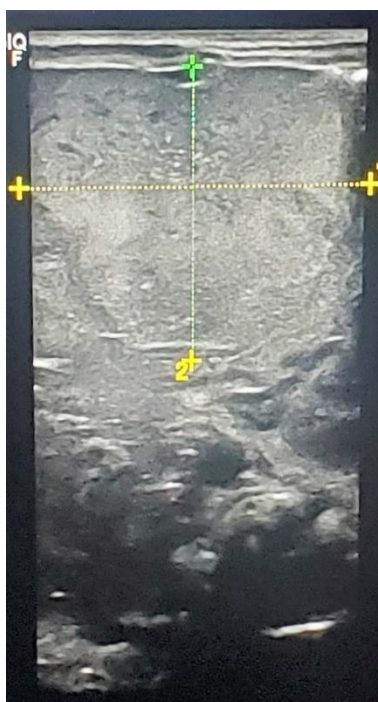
Ultrasonido abdominal (corte axial).
